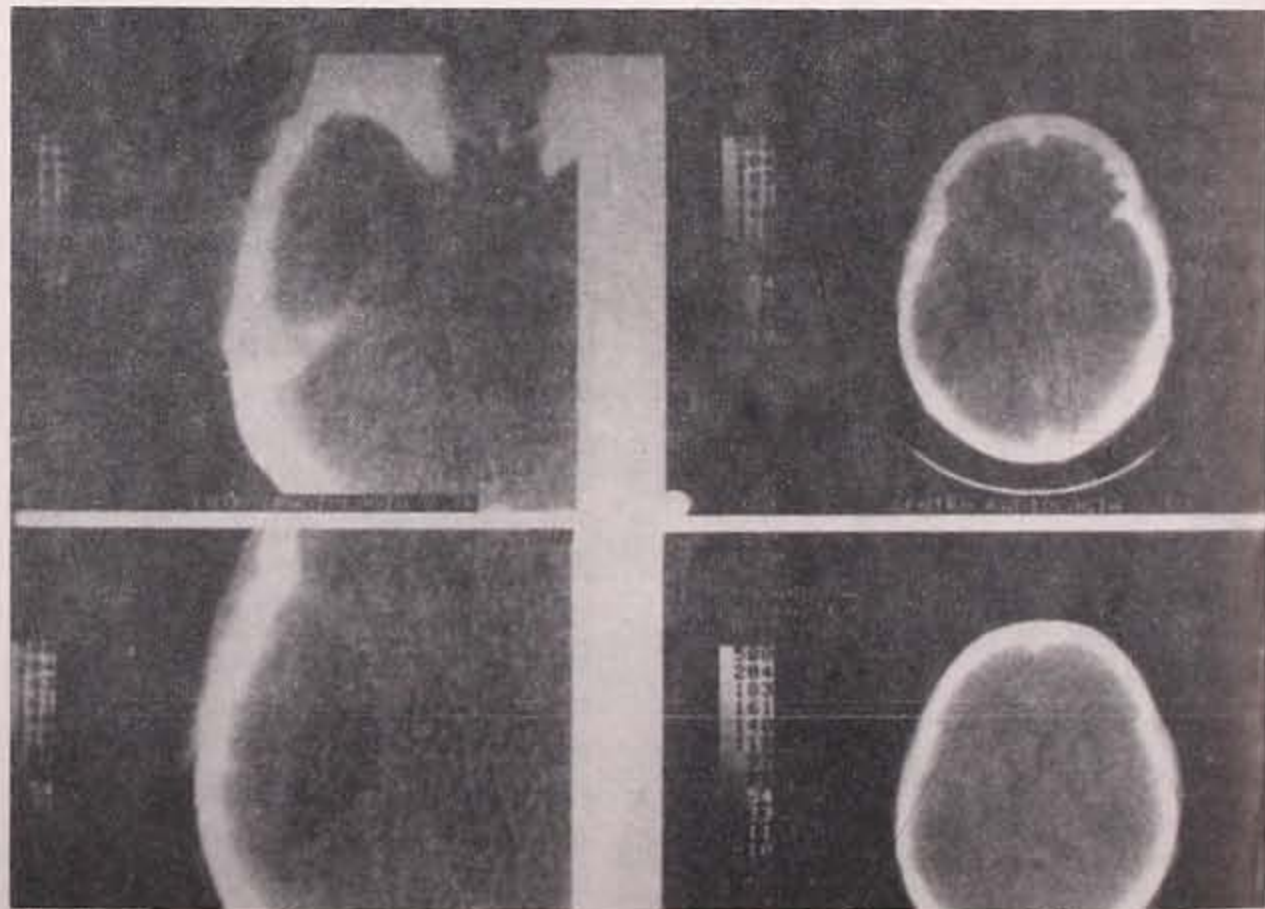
Tomografía computada que muestra la zona de absceso en el lóbulo temporal.
